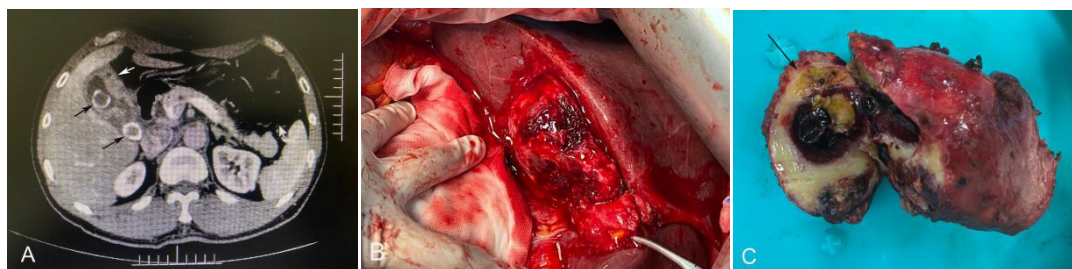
图 A 增强 CT 见胆囊壁不均匀增厚(白箭头所示),胆囊内及颈部结石(黑色箭头所示);图 B 重型 XGC 中转开腹,胆囊三角解剖不清;图 C 重型 XGC 术后标本,胆囊壁明显增厚,其内见黄色肉芽肿(黑箭头所示)
